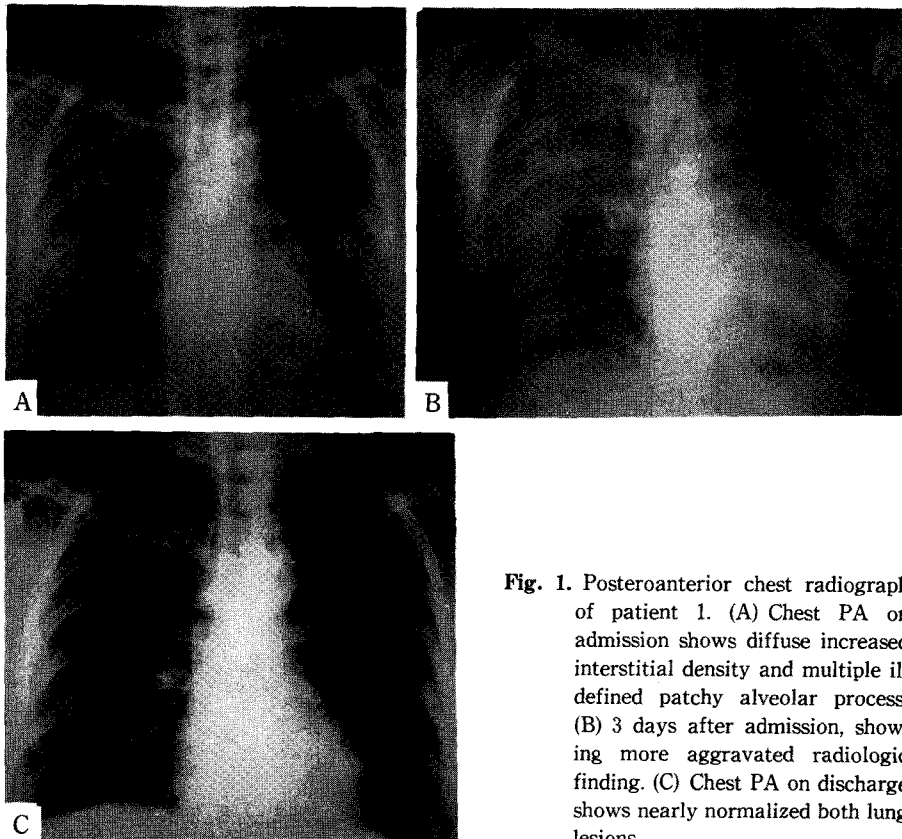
Posteroanterior chest radiograph of patient 1. (A) Chest PA on admission shows diffuse increased interstitial density and multiple ill defined patchy alveolar process. (B) 3 days after admission, showing more aggravated radiologic finding. (C) Chest PA on discharge shows nearly normalized both lung lesions.
